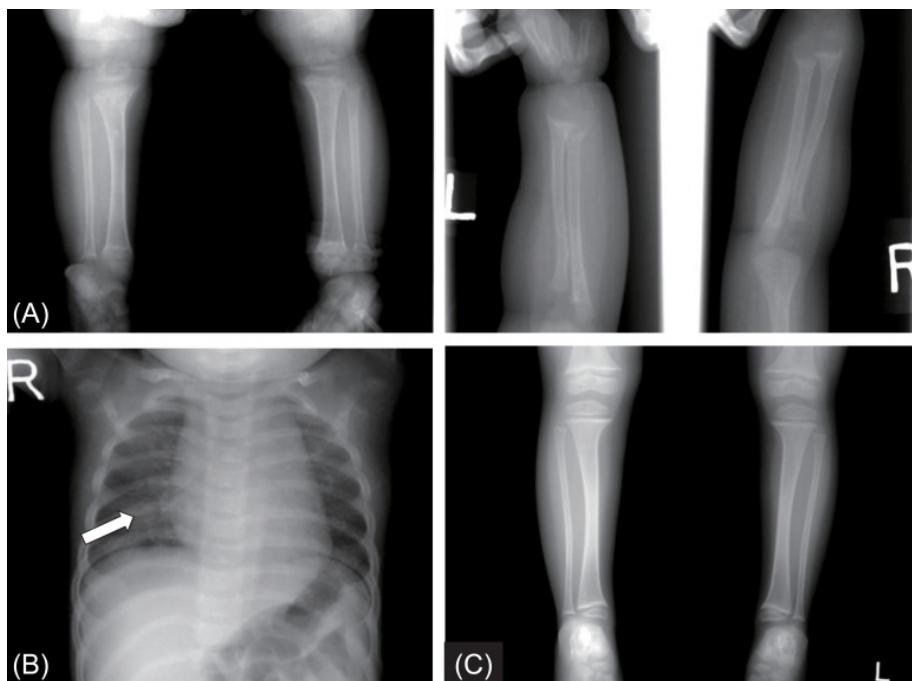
Images radiographiques d'un patient présentant un rachitisme par carence en vitamine D. (A) Les radiographies simples montrent un efflochage et une cupule du radius, de l'ulna, du tibia et du péroné, ainsi qu'un élargissement métaphysaire. (B) Un sillon de Harrison et un chapelet rachitique ont également été observés (flèche). (C) Après 2 ans de traitement, une nette amélioration de l'élargissement et de l'évasement de la métaphyse des os longs a été révélée [68]
